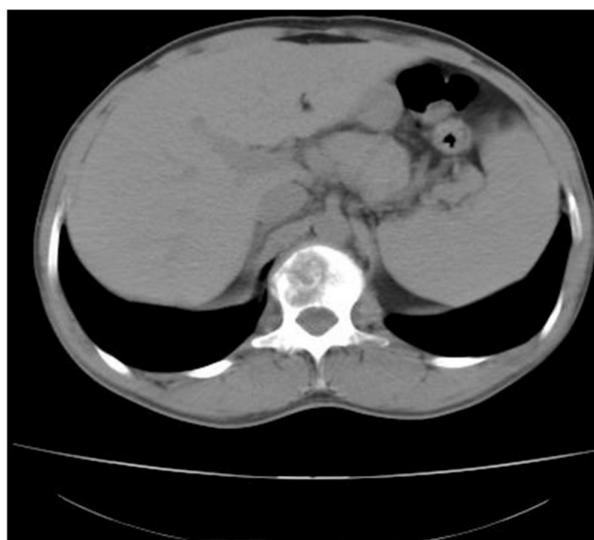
TAC abdominal sin contraste oral ni intravenoso. Lesión lítica en porción derecha del cuerpo vertebral de L1 con discreto componente de partes blandas paravertebral anterior y lateral derecho y en espacio epidural anterior.
